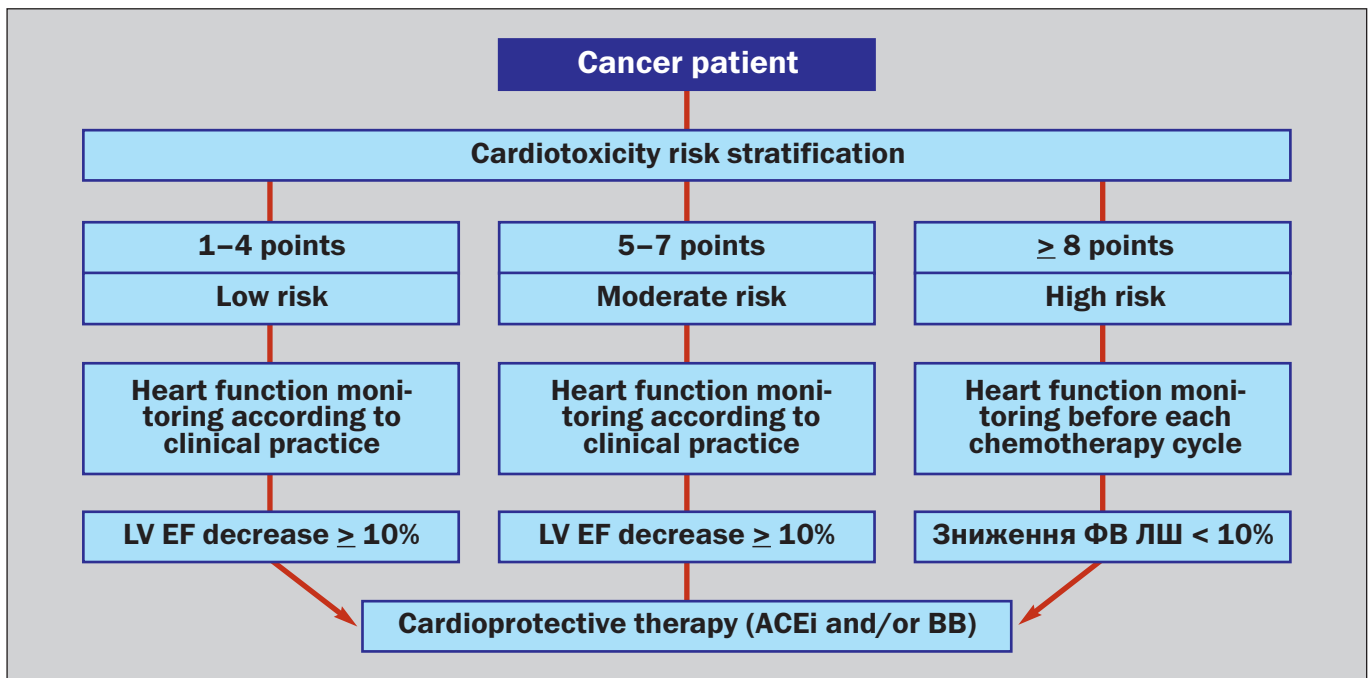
Algorithm of BC patients' management according to CT risk during cancer treatment
